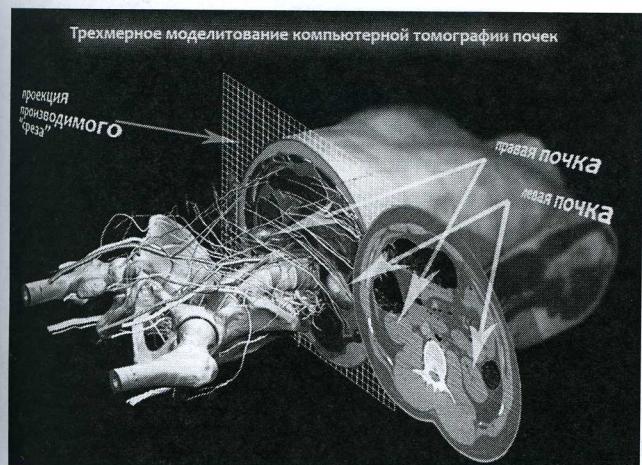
Трехмерная модель компьютерной томографии почек
